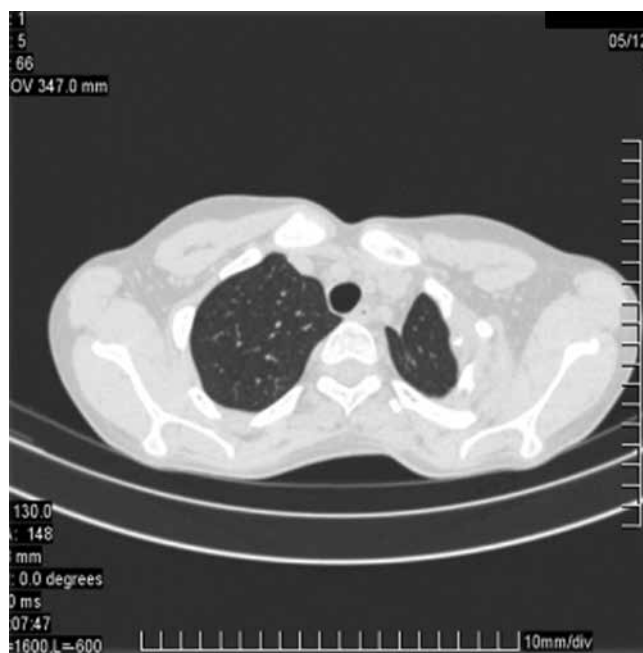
Пациентка Т. Аксиальные срезы КТ ОГК через 8 мес. после операции: уменьшение левого гемиторакса после проведения торакопластики, ликвидирована остаточная полость
